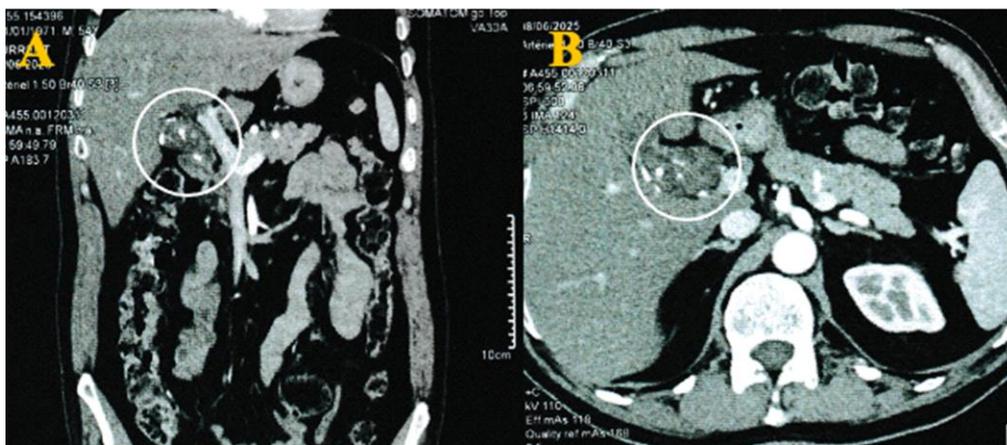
Image de la TDM indiquant la vésicule biliaire lithiasique à paroi épaissie et le phénomène inflammatoire locorégional (cercles blancs). (A) Vue coronale. (B) Vue axiale.
